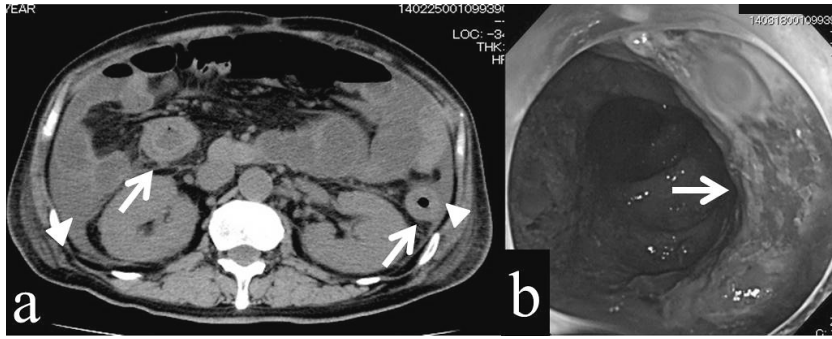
a. Abdominal CT shows thickening of the colon wall (arrow) and low-grade ascites (arrow head).
